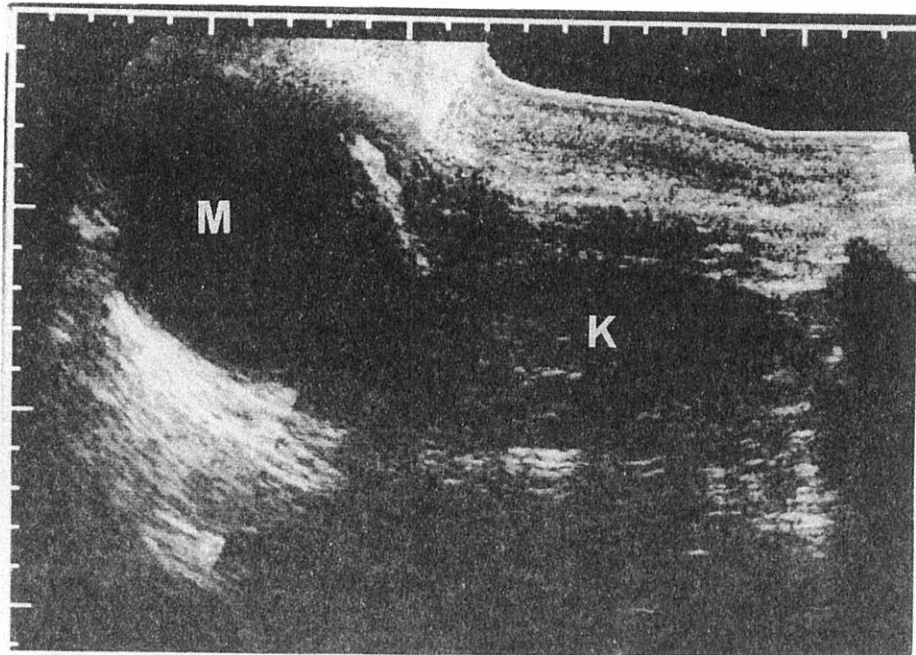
Prone longitudinal ultrasonographic scan shows a unilocular cystic mass (M) above the left kidney (K).
